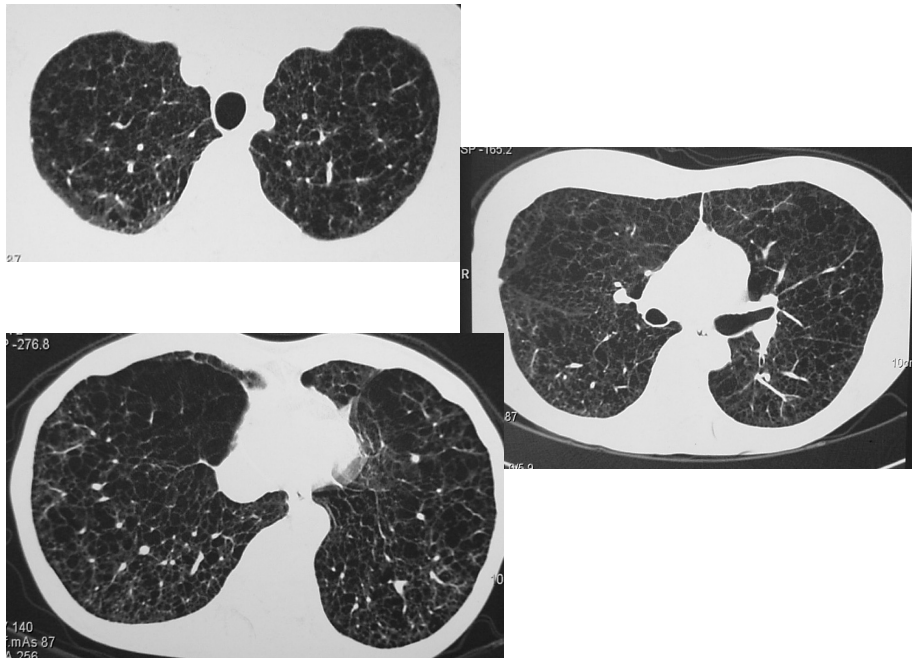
胸部 HRCT (03.07.15)
